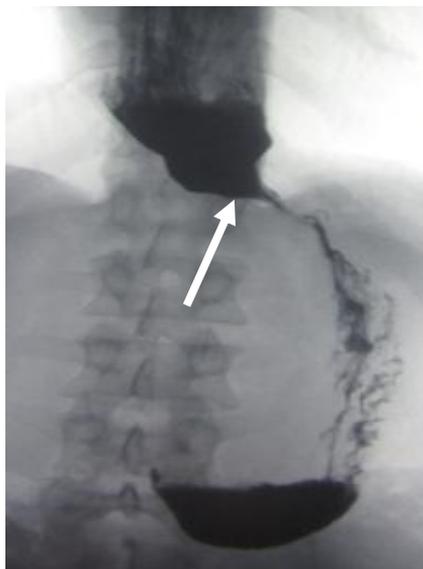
Рентгенограмма. Ахалазия кардии III стадии. Кардиальный отдел пищевода воронкообразно сужен. Определяется симптом «клюв птицы» (указан стрелкой).
